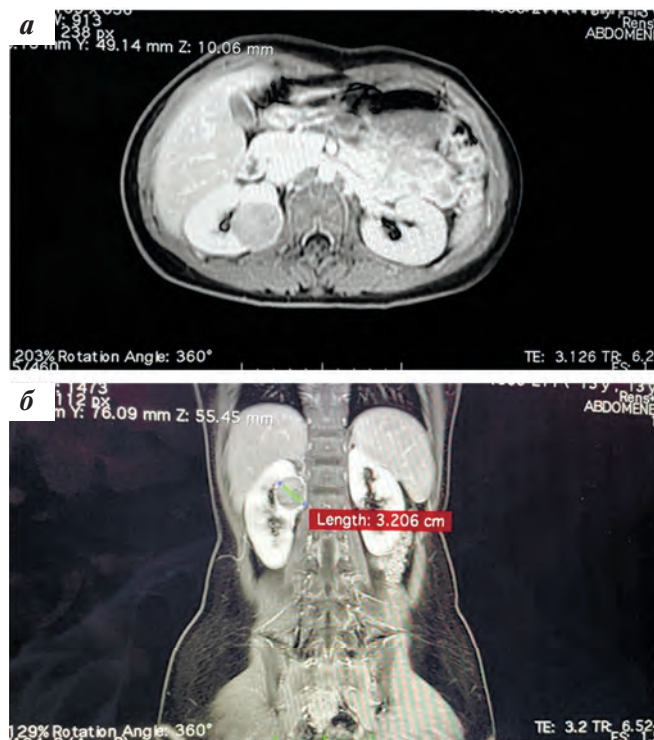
Пациентка Л., МРТ-картина на момент первичного обследования: а – сагиттальная проекция; б – фронтальная проекция
